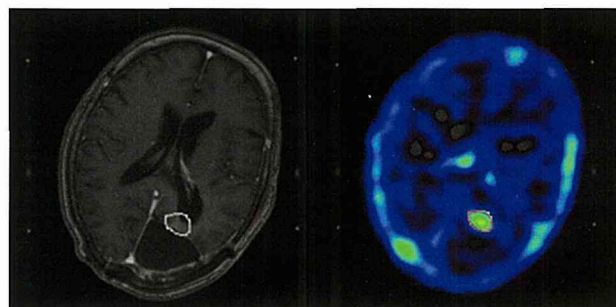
Tl-SPECTのfusion画像を参考にした線量計画
